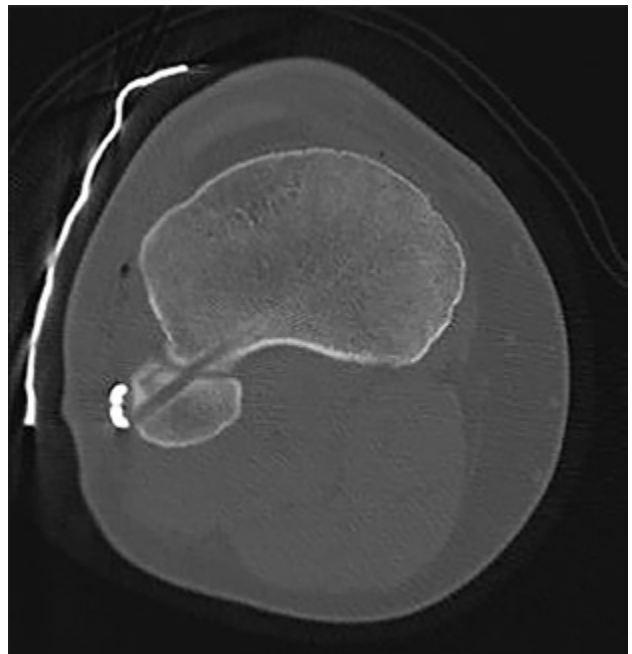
Control TC de reducción.
